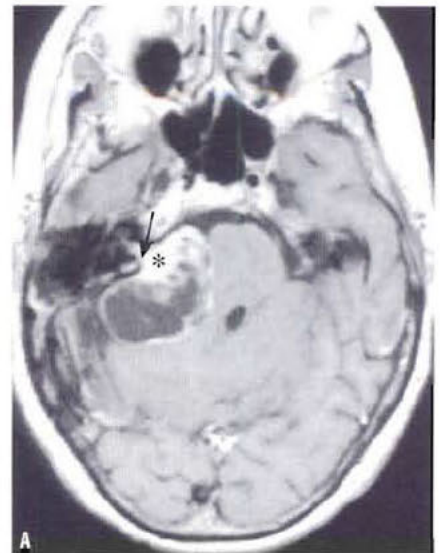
Schwannome (neurinome) de l'acoustique (*) se développant sur le 8^e nerf crânien dans le méat acoustique interne (flèche). IRM en séquence T1 après injection intraveineuse de produit de contraste en coupe axiale (A) et coronale (B). Il s'agit d'un aspect typique de tumeur extra-axiale développée sur le nerf cochléo-vestibulaire (VIII) et s'étendant dans l'angle ponto-cérébelleux.
